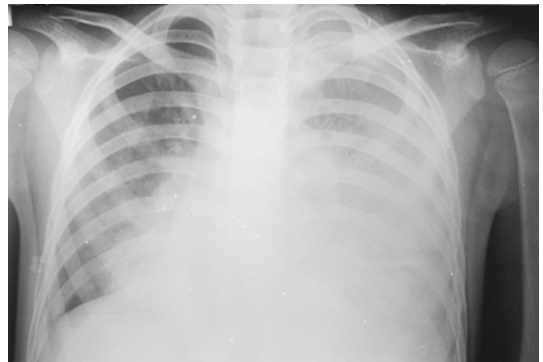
The chest radiography at the 4th hospital day. Aggravated consolidation of LLL to right medial segment. Marked fluid collection at left pleural space.
